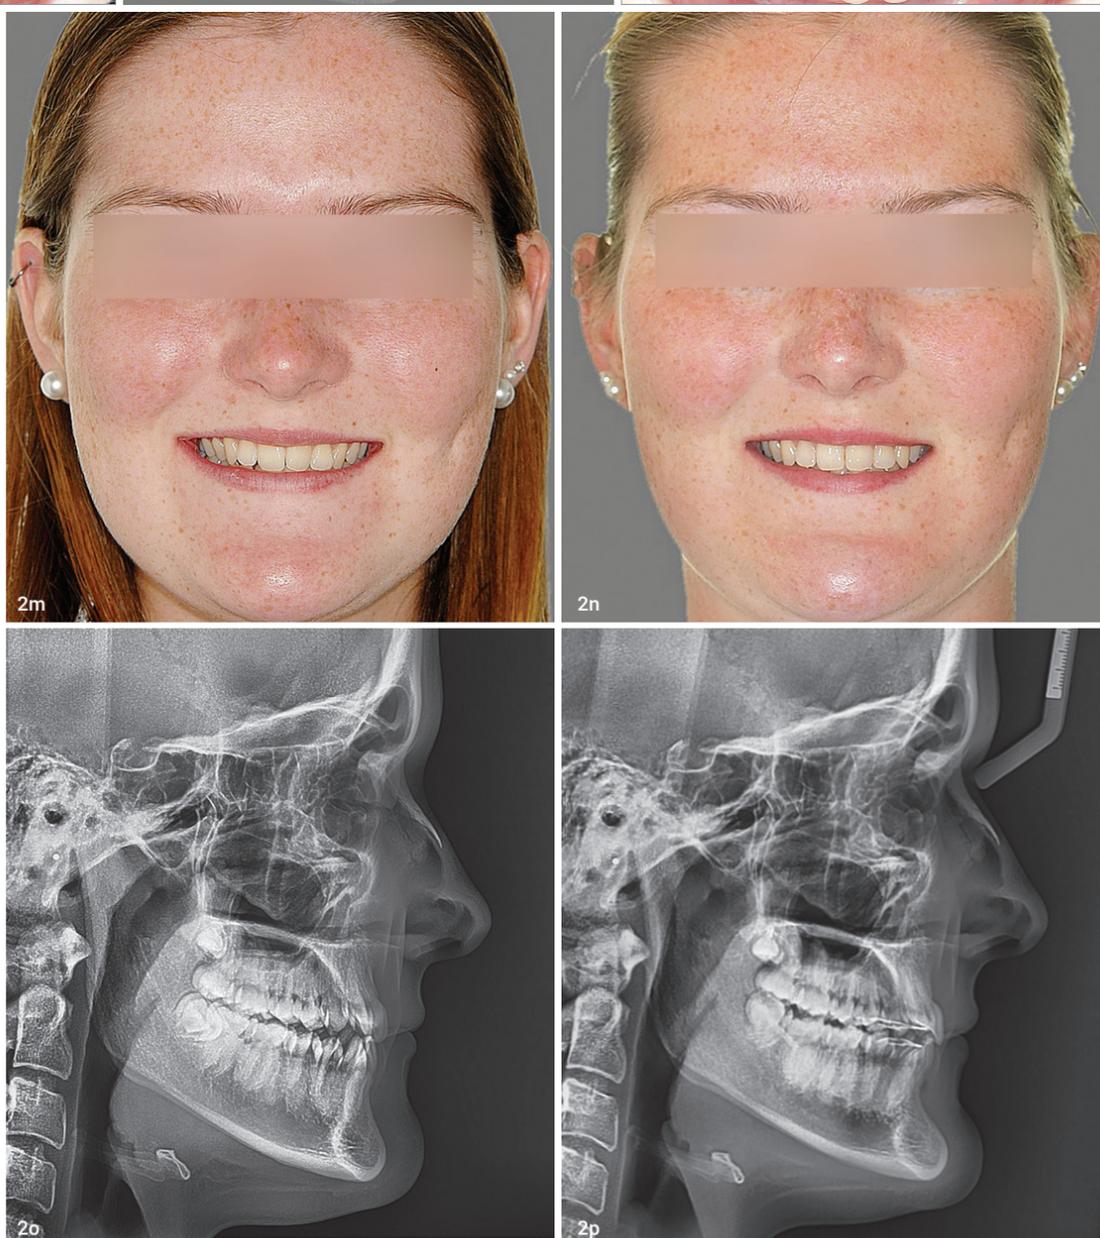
Erwachsene Patientin mit einem beidseitigen Mesialbiss von einer halben Prämolarenbreite und partiellem Kreuzbiss. Die Unterkieferfrontzähne stehen als Ausdruck der Kompensation nach lingual inkliniert und verschachtelt. Bei der dentoalveolären Kompensation mit Extraktion von zwei Prämolaren im Unterkiefer konnte beidseits eine neutrale Eckzahnbeziehung eingestellt werden. Durch den lingualen Wurzeltorque der Unterkieferfrontzähne erscheint die Okklusion nicht mehr kompensiert. Die Aufbissaufnahmen verdeutlichen die präzise Umsetzung der individuellen Planung. Abb. 2m und n: Durch den Einsatz von Klasse II-Gummizügen zum Restlückenschluss von distal ist es zu einer geringfügigen Verlängerung im Bereich der Oberkieferfrontzähne gekommen. Durch die Torquekorrektur im Bereich der Oberkiefer Eckzähne erscheint das Lächeln voller. Abb. 2o und p: Auf der Fernröntgenseiteaufnahme ist insbesondere eine deutliche Normalisierung des Interzusalwinkels zu erkennen. Im anterioren Bereich des Unterkieferalveolarfortsatzes ist es zu erkennbaren Knochenumbauprozessen gekommen, die noch weiter andauern werden. Im Unterkiefer komplettieren die Weisheitszähne den Zahnbogen.
